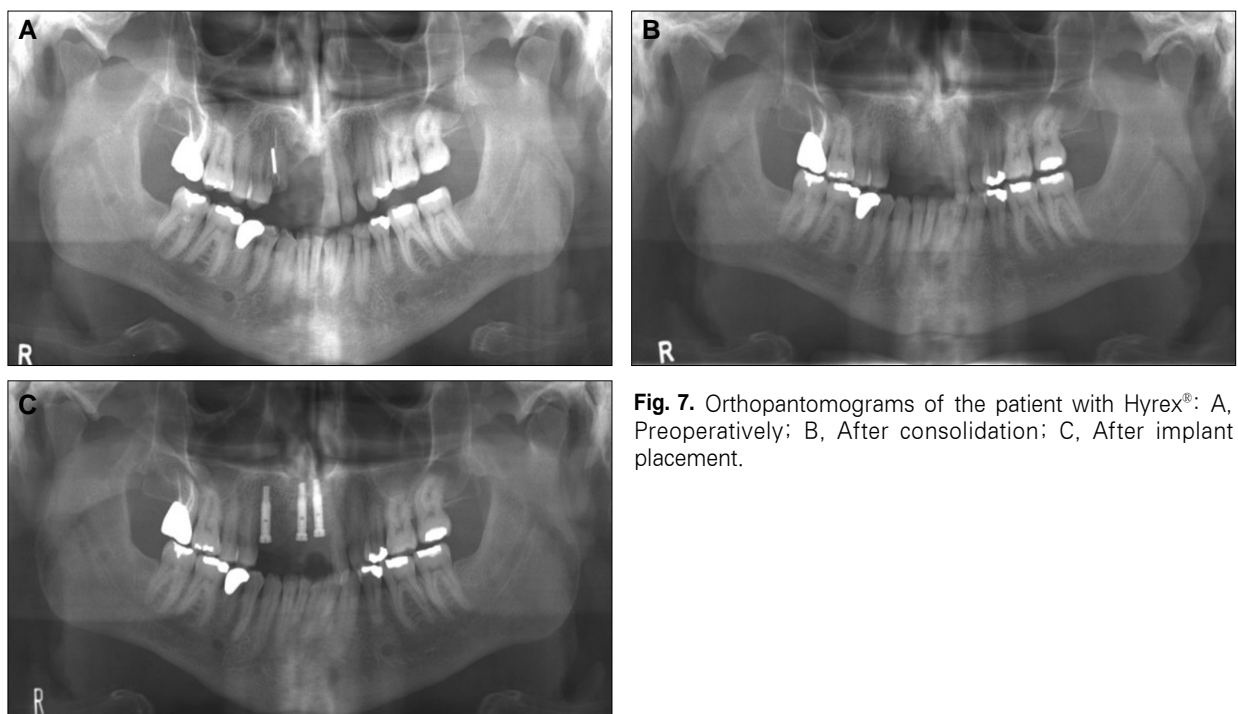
Orthopantomograms of the patient with Hyrex®: A, Preoperatively; B, After consolidation; C, After implant placement.
